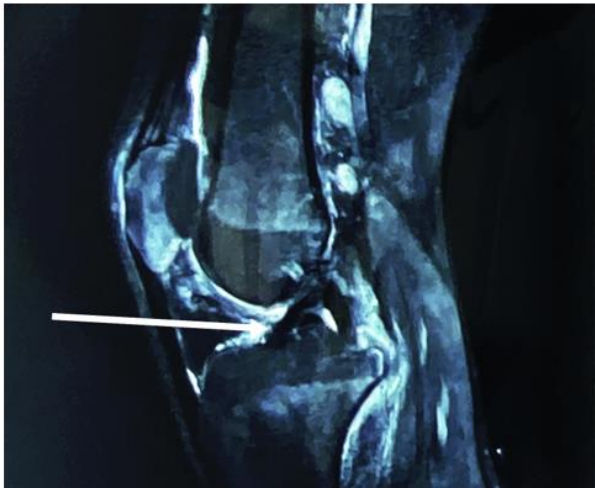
Post-operative right knee MRI showing no abnormalities
